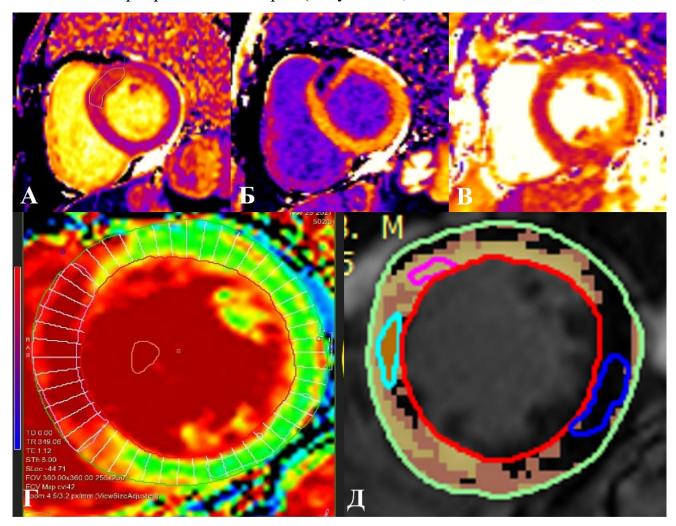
Картирование миокарда и пример постобработки МР-томограмм ЛЖ (короткая ось ЛЖ). А. Бесконтрастное Т1-картирование миокарда; Б. Постконтрастное Т1-картирование миокарда; В. Т2-картирование миокарда (выявление отека); Г. Пример построения карты, отражающей фракцию внеклеточного объема — красным цветом обозначена зона инфаркта, зеленым — сохранный миокард; Д. Пример тканевого анализа МР-томограмм с отсроченным контрастированием.
